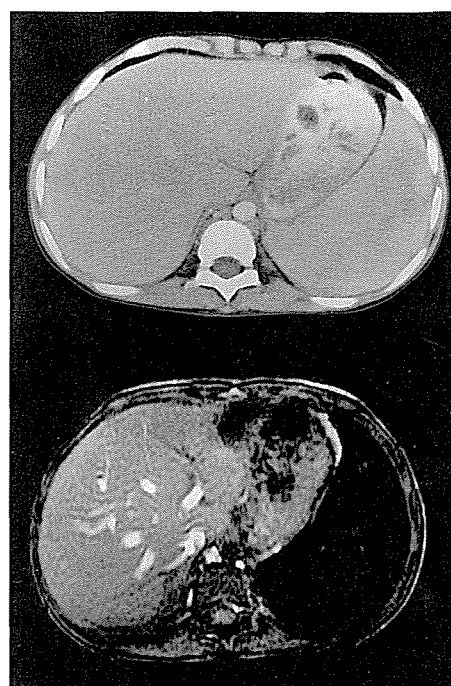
上: 腹部 CT, 下: 腹部 MRI (GRASS 法)
